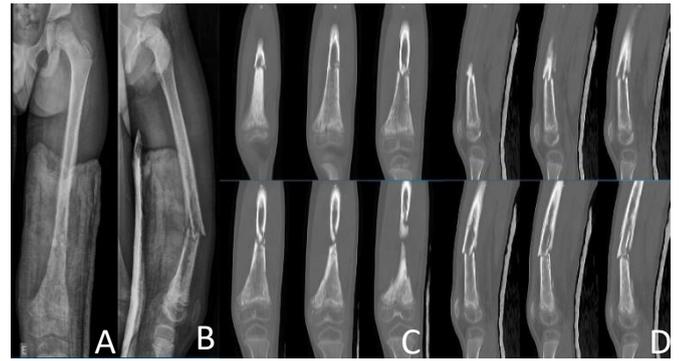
Radiografia em frente (A) e perfil (B), com fratura da diáfise distal do fêmur esquerdo; Tomografia – corte coronal (C) e sagital (D), mostrando a reação no interior do osso e com sequestro ósseo.
